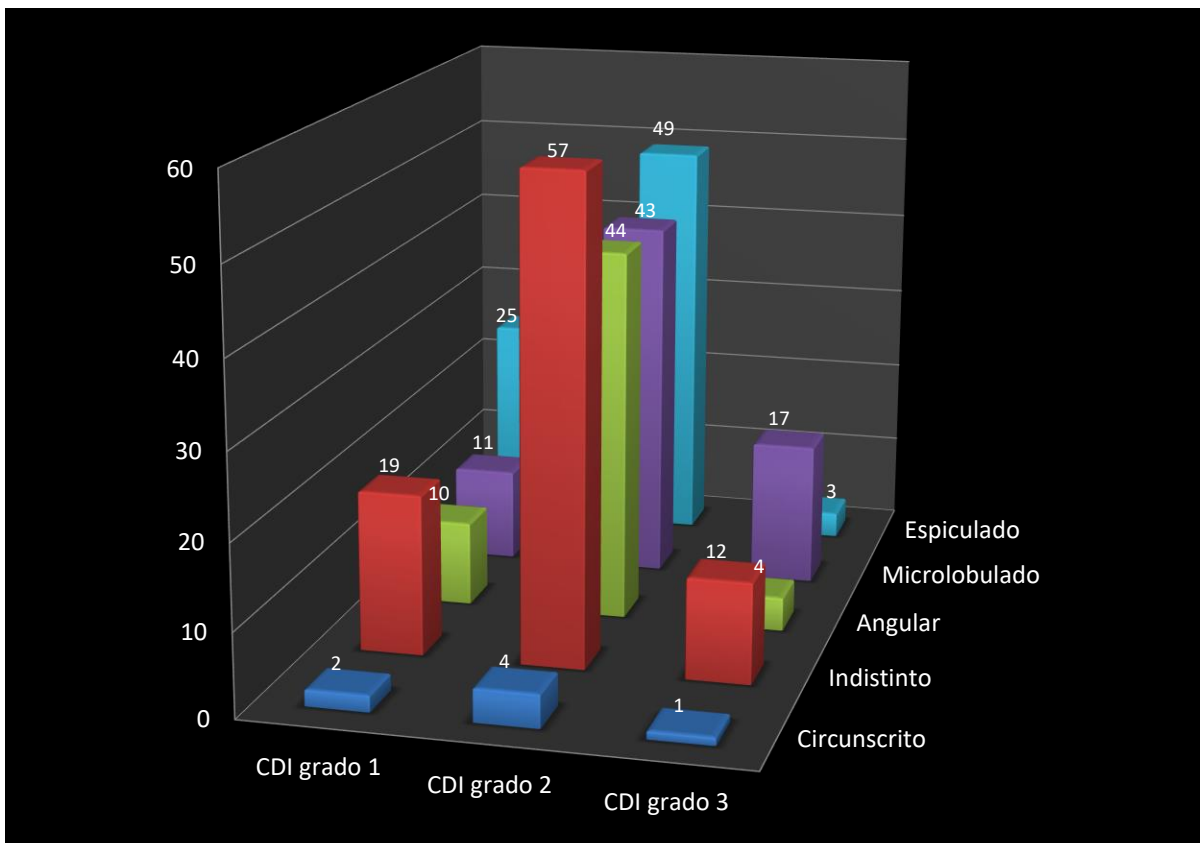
Frecuencia de márgenes en ultrasonido para los diferentes grados de carcinoma ductal invasor.
